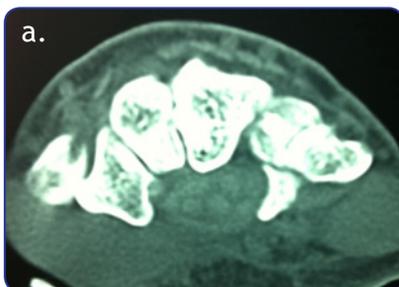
Primer caso. a) TAC preoperatoria que muestra una fractura de la base del gancho del ganchoso. b) Proyección posoperatoria inmediata del túnel del carpo.
